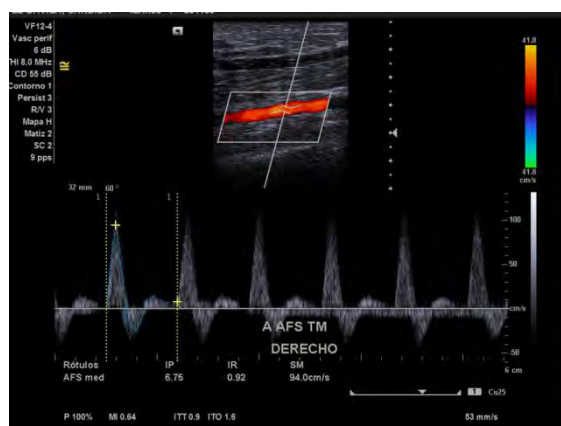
Imagen de ultrasonografía modalidad Doppler Triplex donde se observa la onda espectral trifásica y velocidad del flujo dentro de los parámetros normales.
